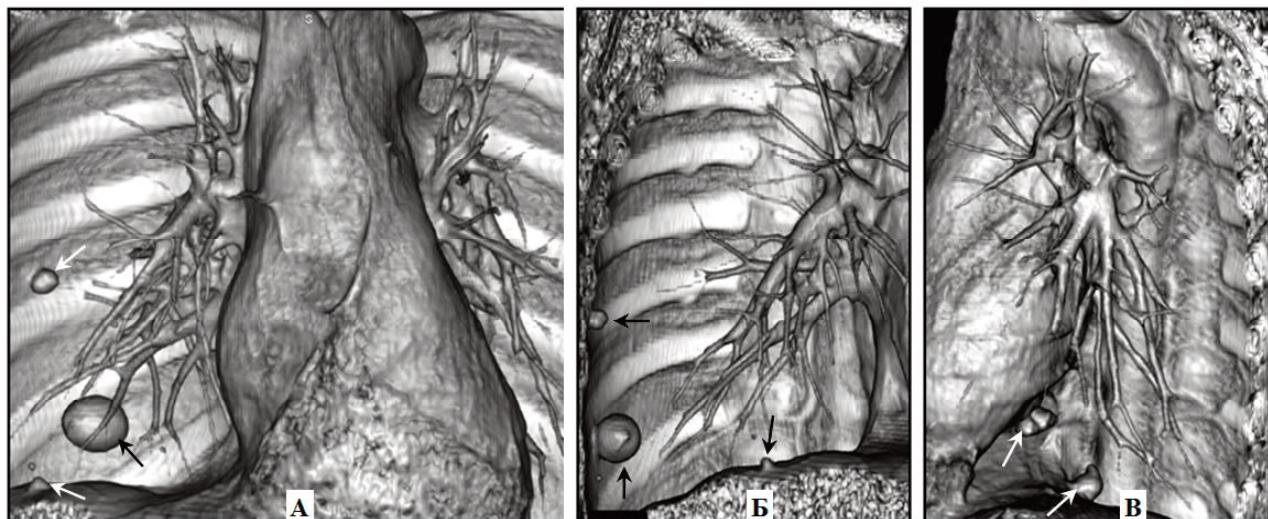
Мультиспиральная КТ, 3D реконструкция. А – прямая проекция, Б – правая косая, В – левая косая проекции. В различных сегментах обоих легких, больше в нижних зонах, определяются множественные (n 7) узловые образования (стрелки), тесно прилегающие к париетальной плевре.
